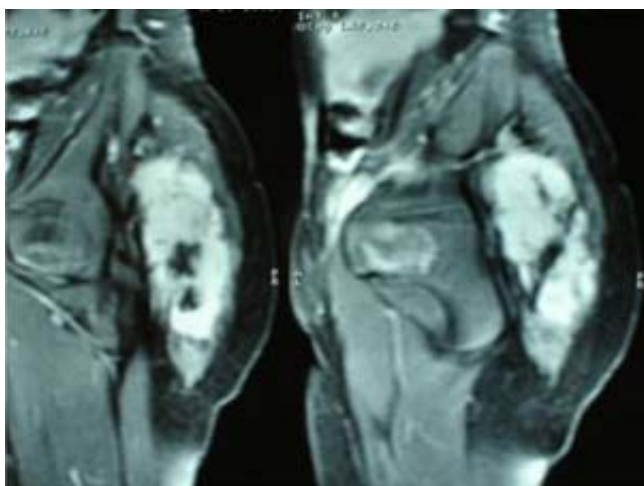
RMN con imagen en glúteo hiperintensa en T2 heterogénea, infiltra músculo y nervio ciático.
